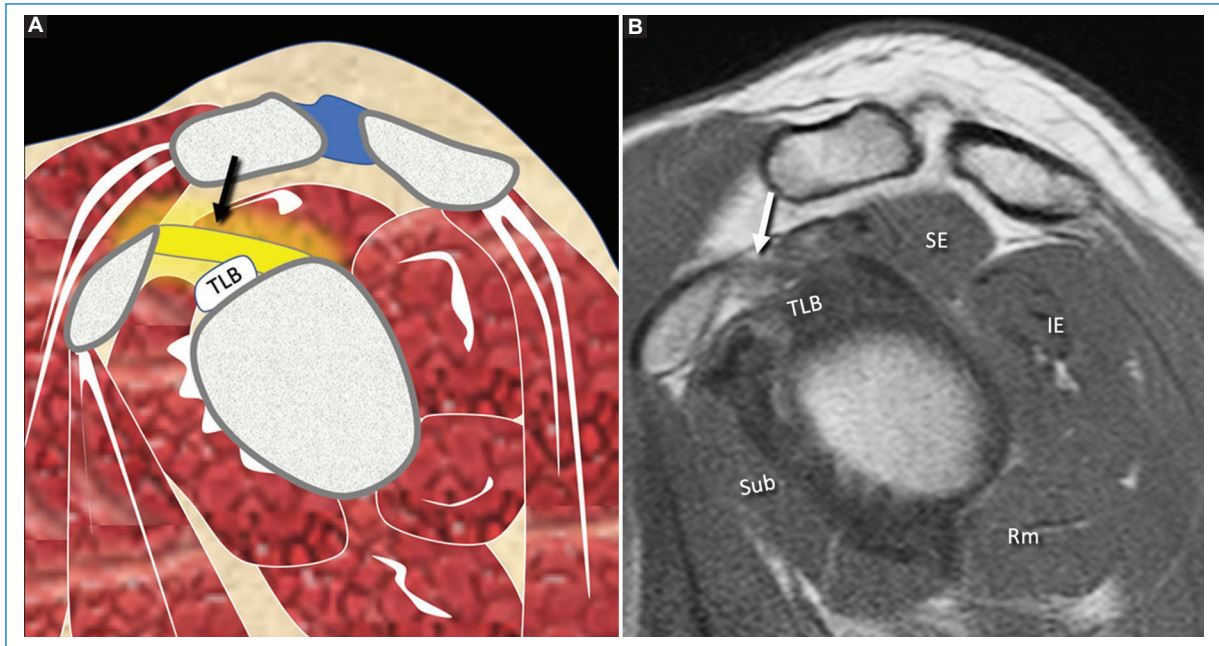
Engrosamiento del LCH (flechas). A: representación esquemática. B: RM, secuencia densidad protónica en plano sagital. IE: músculo infraespinoso; Rm: músculo redondo menor; SE: músculo supraespinoso; Sub: músculo subescapular; TLB: tendón de la porción larga del bíceps.
